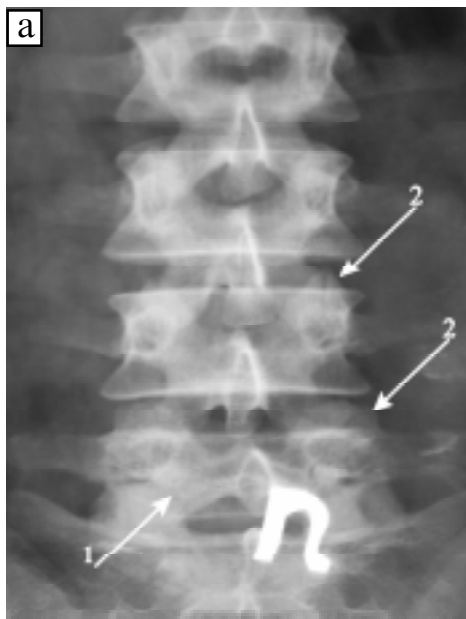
Деформівний спондилоартроз сегментів L_3-L_4 ; L_4-L_5 1-го ступеня: а — на рентгенограмі в прямій проекції (стрілка 1 — деяке звуження суглобової щілини та стовщення замикальних пластин; стрілка 2 — загострення країв суглобових відростків); б — на аксіальній томограмі (3 — асиметрія суглобових щілин, 4 — невеликі лінійні кісткові розростання, 5 — субхондральні ерозії)
